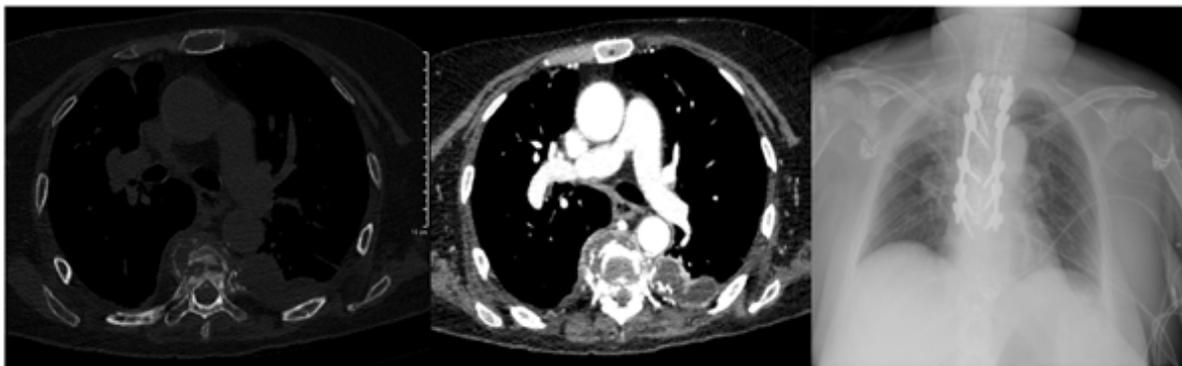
Las dos primeras imágenes corresponden a tomografía axial computarizada a la altura de D6 dos semanas después de la biopsia. La tercera imagen es una radiografía dorsal después de la artrodesis, en el postoperatorio inmediato.
